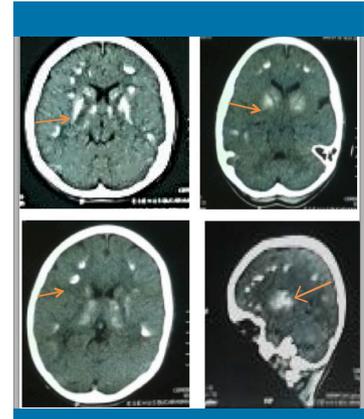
Tomografía computarizada cerebral que muestra calcificaciones parenquimatosas bilaterales en localización de los núcleos basales y subcorticales (flechas)
